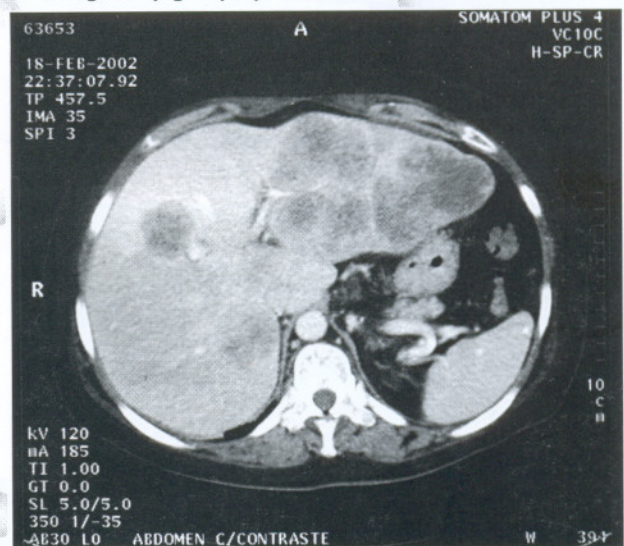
Tumoraciones hepáticas heterogéneas en la Tomografía Helicoidal.
